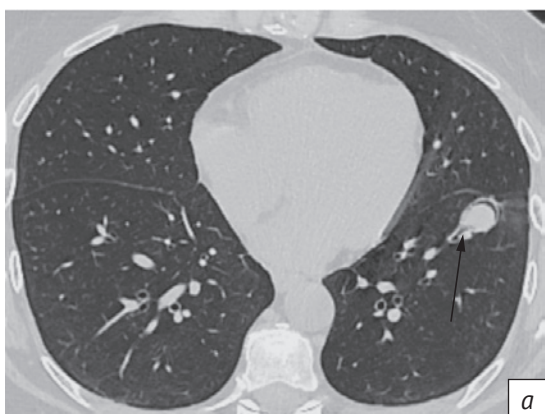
Компьютерные томограммы грудной клетки от апреля 2018 г.: аксиальная (a) и сагиттальная (b) проекции. Локализация патологического образования внутри субсегментарного бронха (тонкая стрелка). Контур образования местами волнистые (широкая стрелка)
